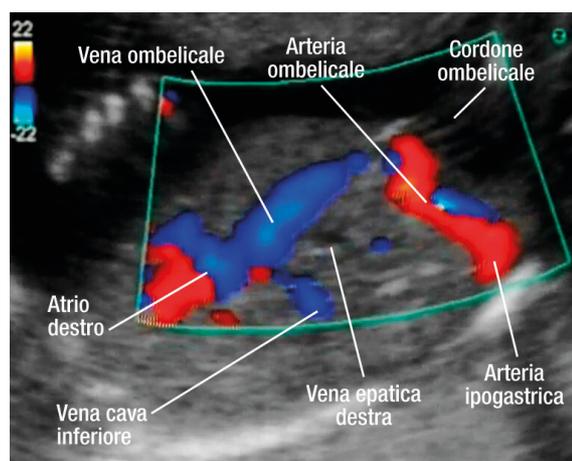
Ecografia transaddominale di un feto a 20 settimane di gestazione. Color-Doppler dell'arteria ombelicale (*in rosso*) e della vena ombelicale (*in blu*). Il flusso arterioso è diretto verso il cordone ombelicale e la placenta, il flusso venoso è diretto verso il fegato e l'atrio destro. Il calibro vascolare ha dimensioni ragguardevoli. La struttura dell'uraco non è visibile ecograficamente in nessuna epoca gestazionale.
